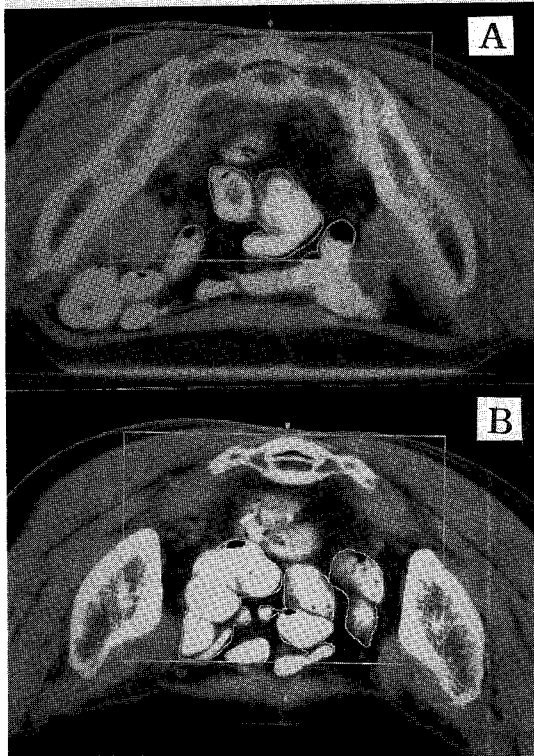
Measurement of the small bowel volume included in the high dose radiation portals of therapeutic dose without SBDS (A) and with SBDS (B) using RT planning CT via PACS.
